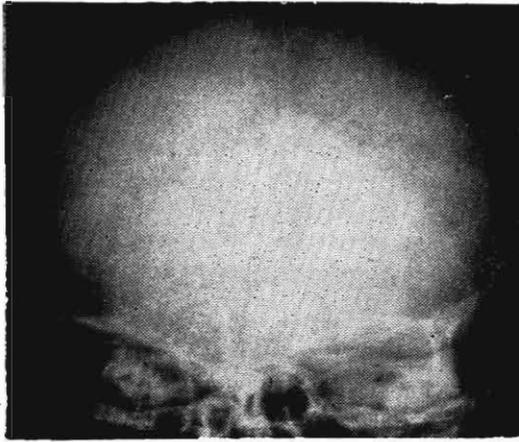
Radiografía simple de un niño, en la que se ve diastasis de las suturas por síndrome de hipertensión endocraneana.
